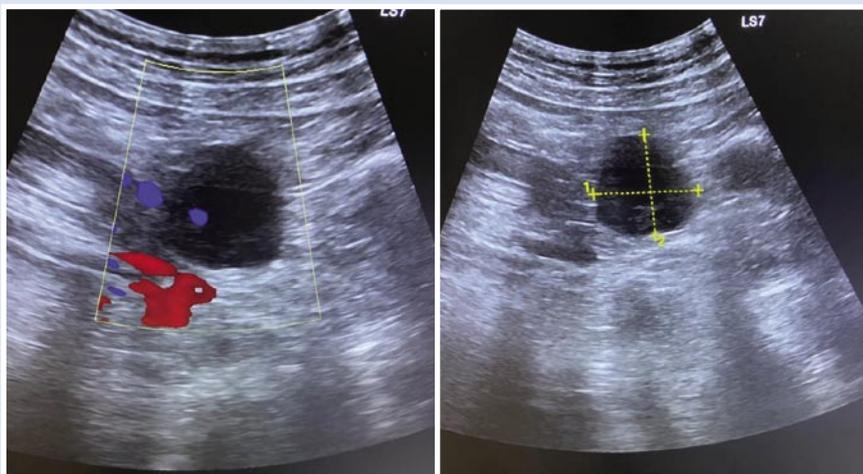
УЗИ. В проекции тонкой кишки визуализируется гипозоногенное образование однородное с единичными локусами, с ровным контуром.
